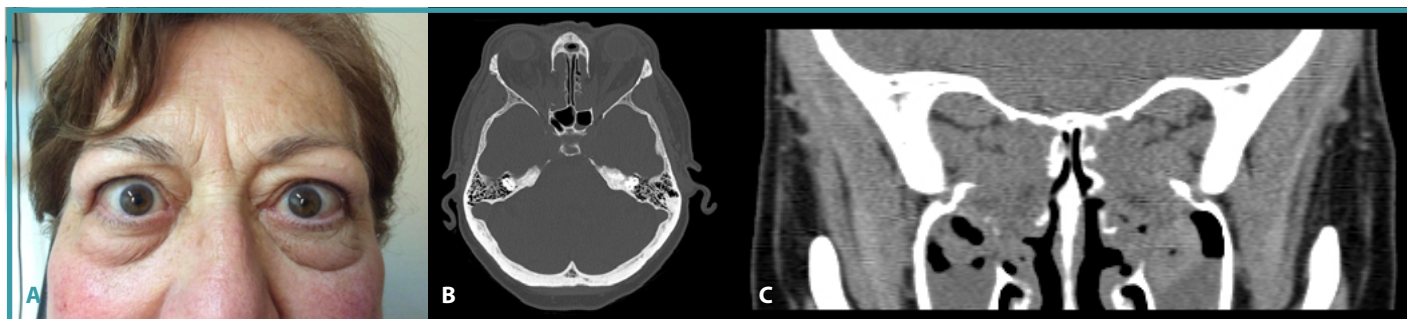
Postoperatorio. 5a. Aspecto clínico postoperatorio. 5b. TAC axial postoperatorio. Se aprecia la descompresión de toda la pared medial y la expansión del contenido orbitario. 5c. TAC coronal postoperatorio.
